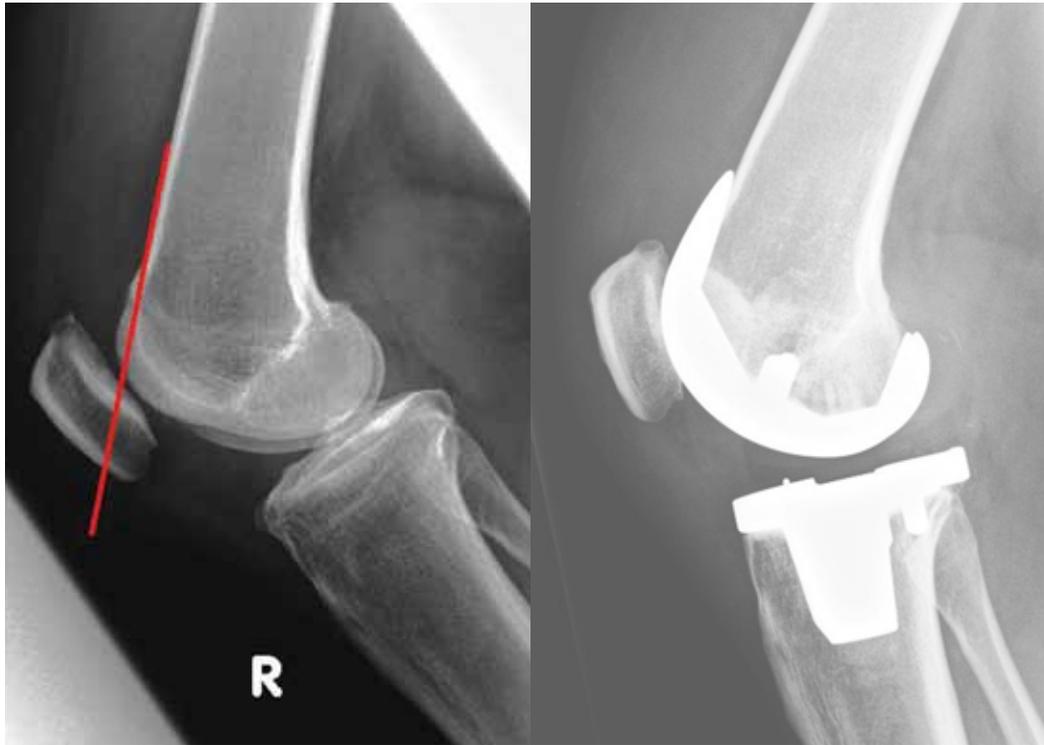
Preoperativ and postoperative radiograph of a 58 year old man being treated with a TKA with a gender solution. The red line on the preoperative lateral view indicates an anatomical small ventral overhang of the patient and demonstrates the need for a gender solution with a thin femoral shield to preserve a low retropatellar pressure.
